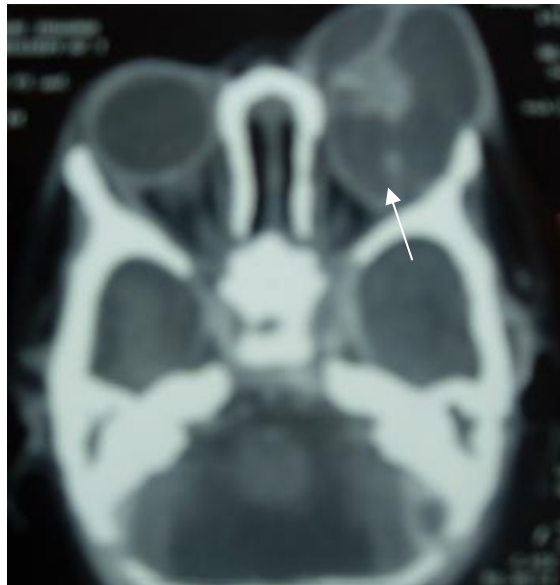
TDM orbitaire montrant l'exophtalmie droite et les 2 collections abcédées rétrobulbaires droite et gauche.
